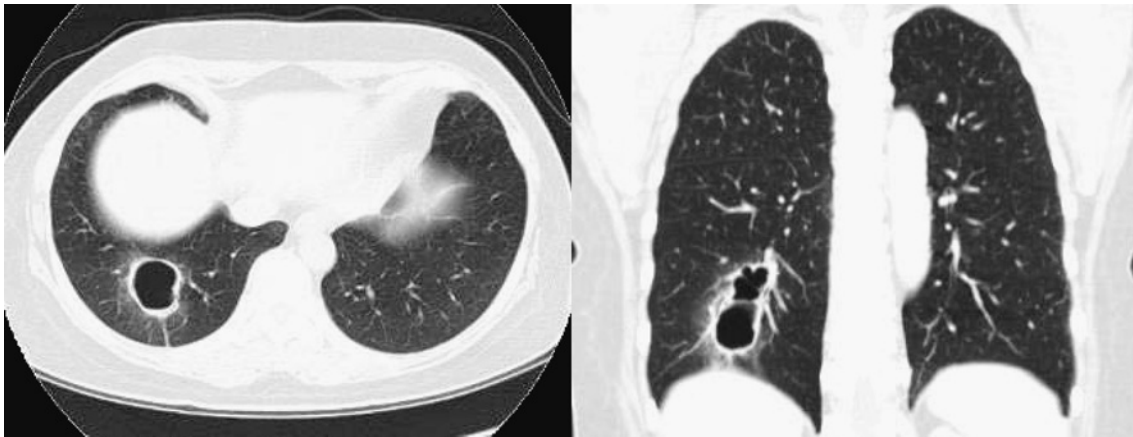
Chest CT showed a thin-walled cavity in the right lower lobe.
